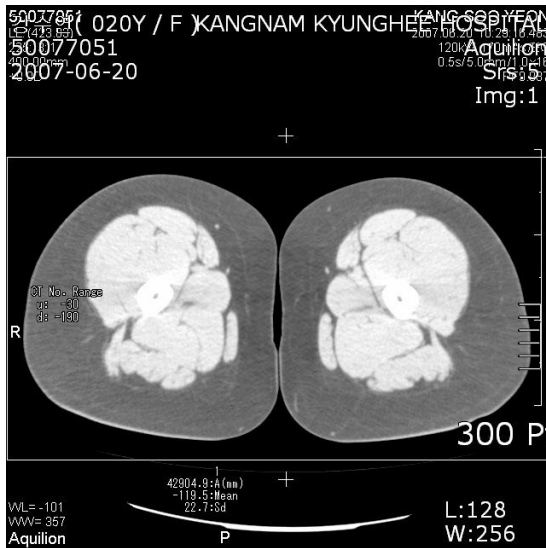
The CT Image of Thigh Fat at 2007.06.20
